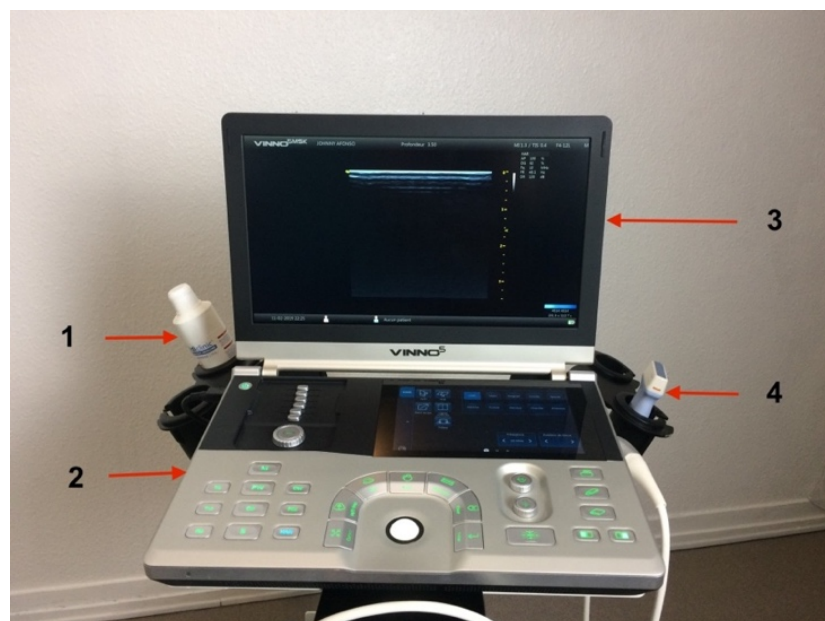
L'appareil d'échographie
